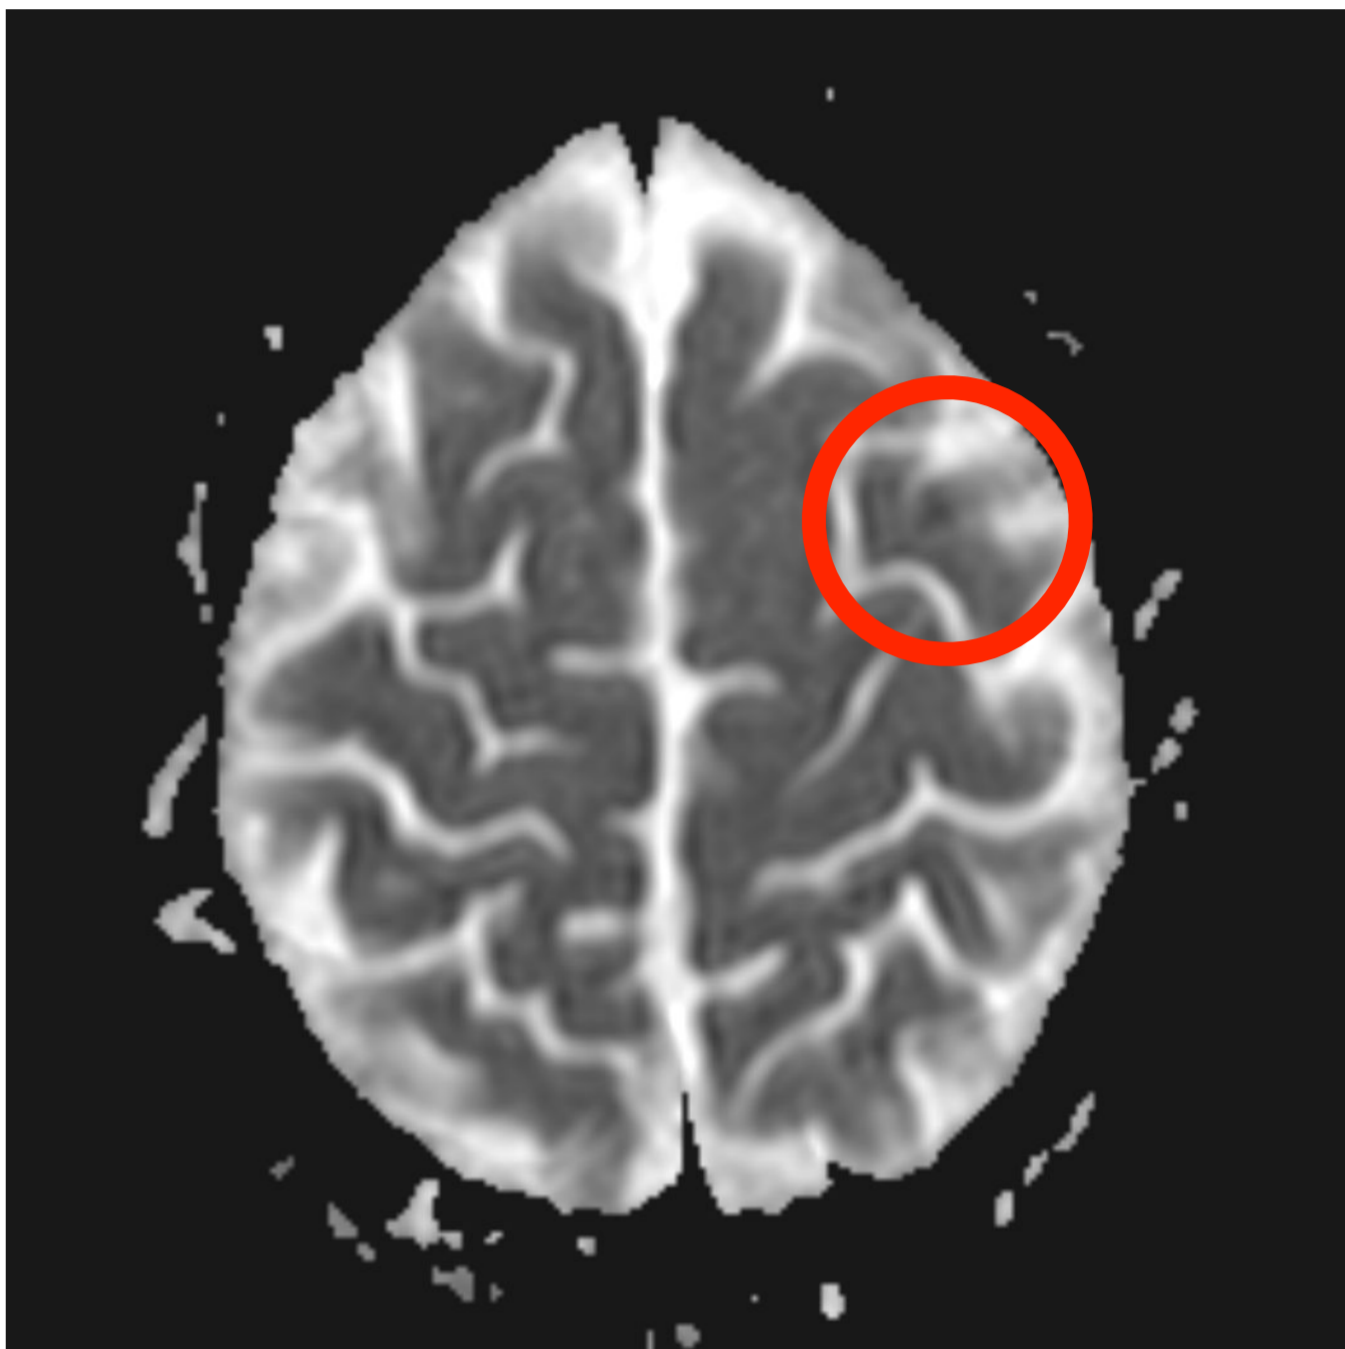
MRT Sequenzen Ischämie Gyrus frontalis medius links in Diffusionsgewichteten Sequenzen
